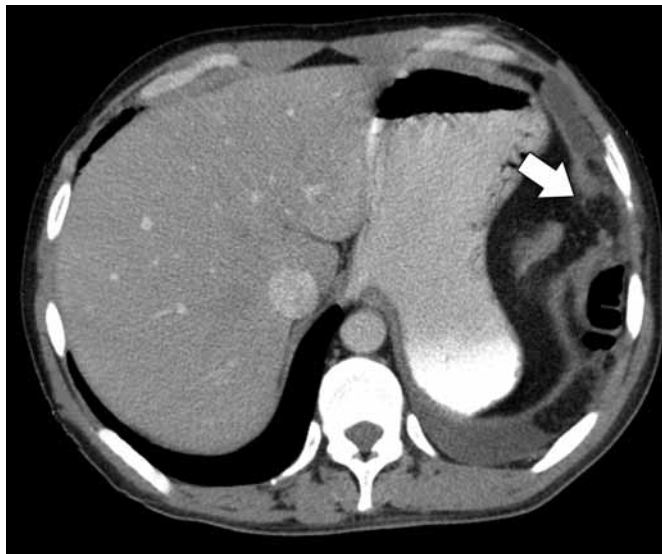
Hombre de 49 años de edad con antecedente de herida por arma cortopunzante dos meses antes. En la radiografía inicial se evidencia un derrame pleural. El TAC de tórax señala una pérdida en la continuidad del diafragma izquierdo, con engrosamiento del borde libre y paso de asas intestinales a la cavidad torácica.
